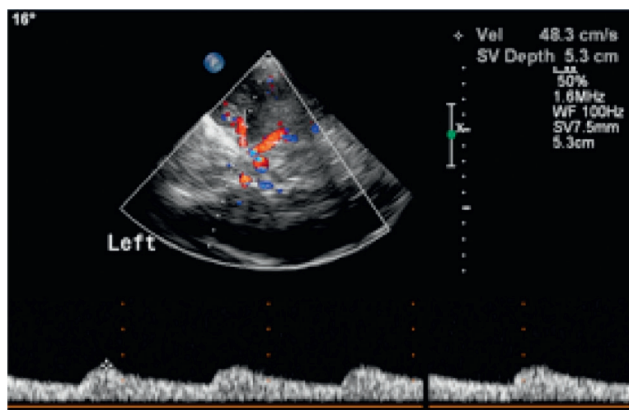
Amortissement du flux Doppler en M1.
